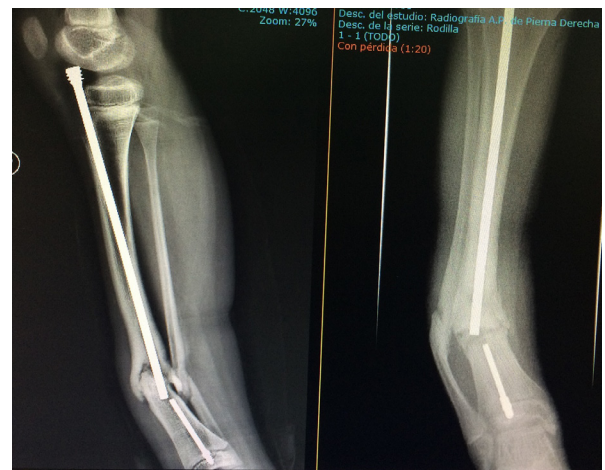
Radiografía AP lateral. El clavo telescópico aparece roto y se observa una deformidad en varo de unos 25°.
